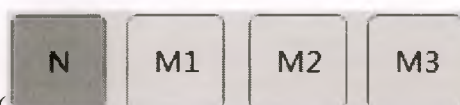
Захват рентгенограммы
